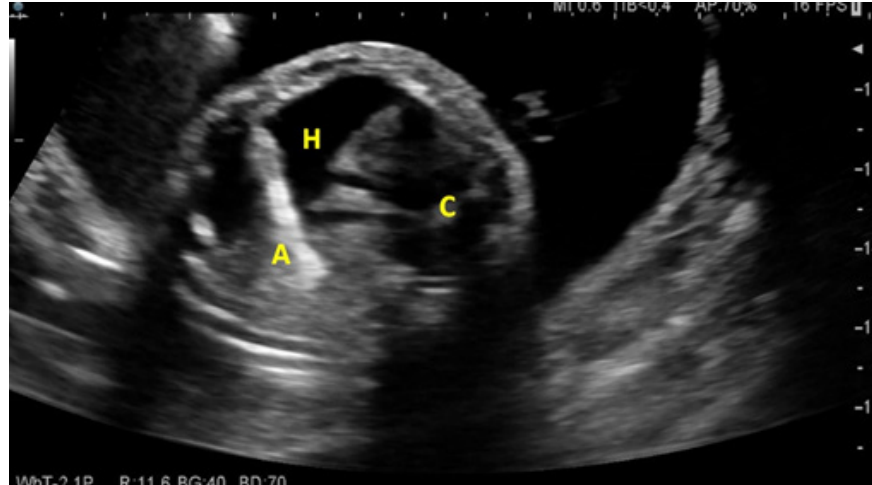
Hidrotórax fetal (H) con dextroposición cardíaca (C). Nótese la imagen refringente que representa la aguja dentro de la masa pulmonar (A), se ubica el vaso nutricional con *doppler* y se inyecta el polidocanol.
